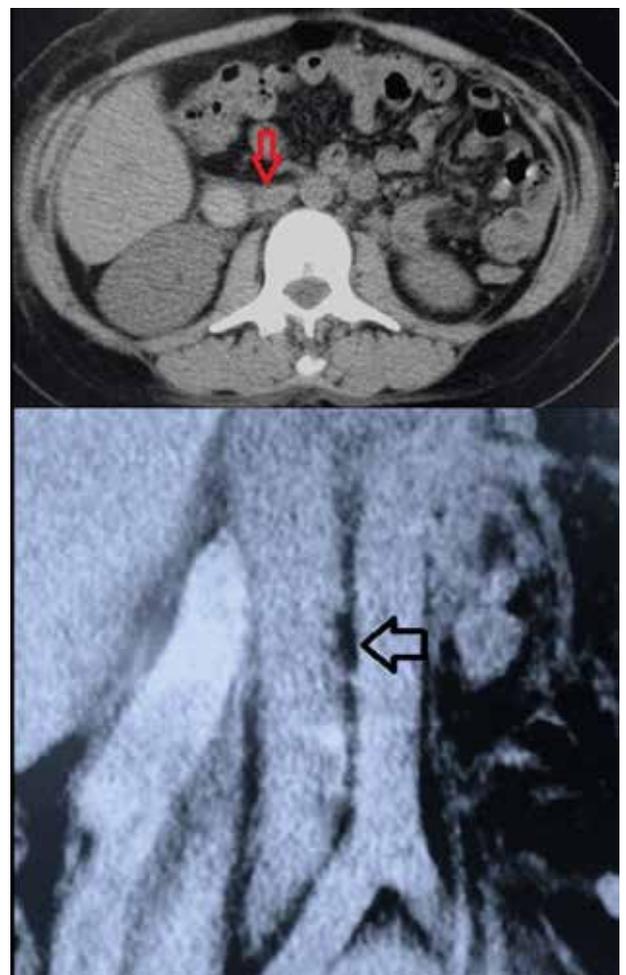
TAC abdomen: trombo en vena ovárica derecha.
